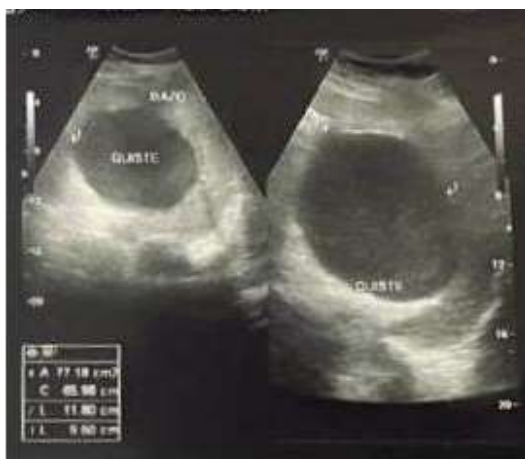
Ecografía abdominal, en la que se observa una imagen tumoral, aparentemente quística a nivel esplénico.
